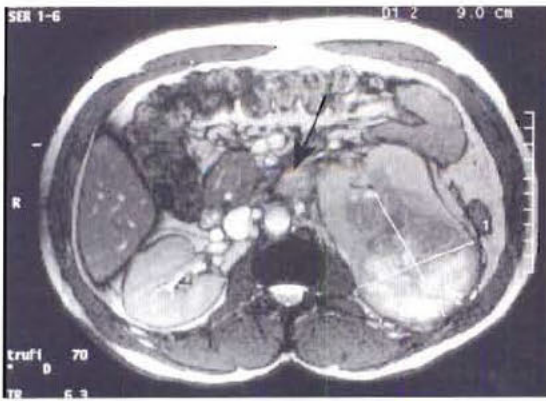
IRM d'un carcinome rénal gauche (voir mesures) avec une adénomégalie du pédicule (flèche).
